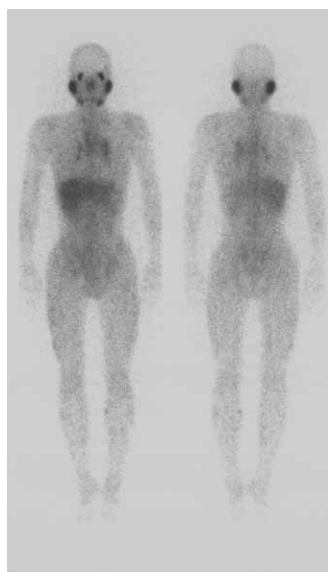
⁶⁷Ga scintigram demonstrates the accumulation in the bilateral lacrimal glands, parotid glands, bilateral hilar and mediastinal lymph nodes and subcutaneous nodules.
